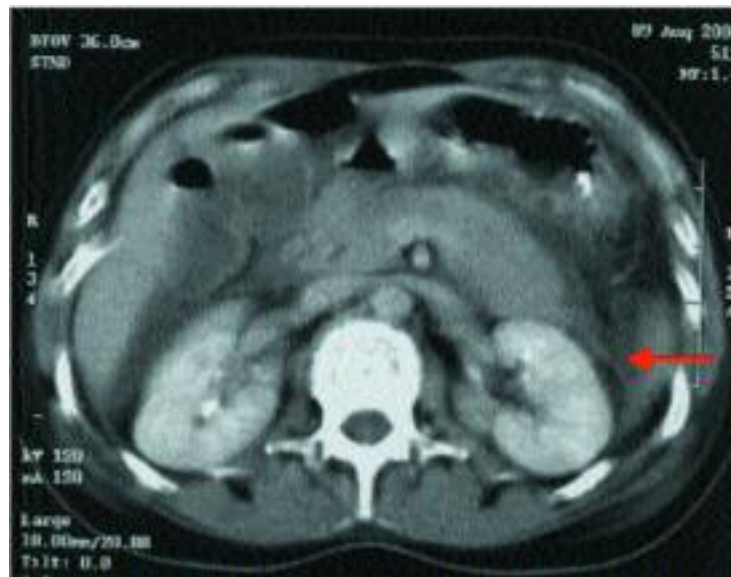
Tomografía computada de abdomen realizada al ingreso de una pancreatitis aguda con fines diagnósticos. Se evidencia engrosamiento de la fascia pararenal anterior izquierda (flecha).
